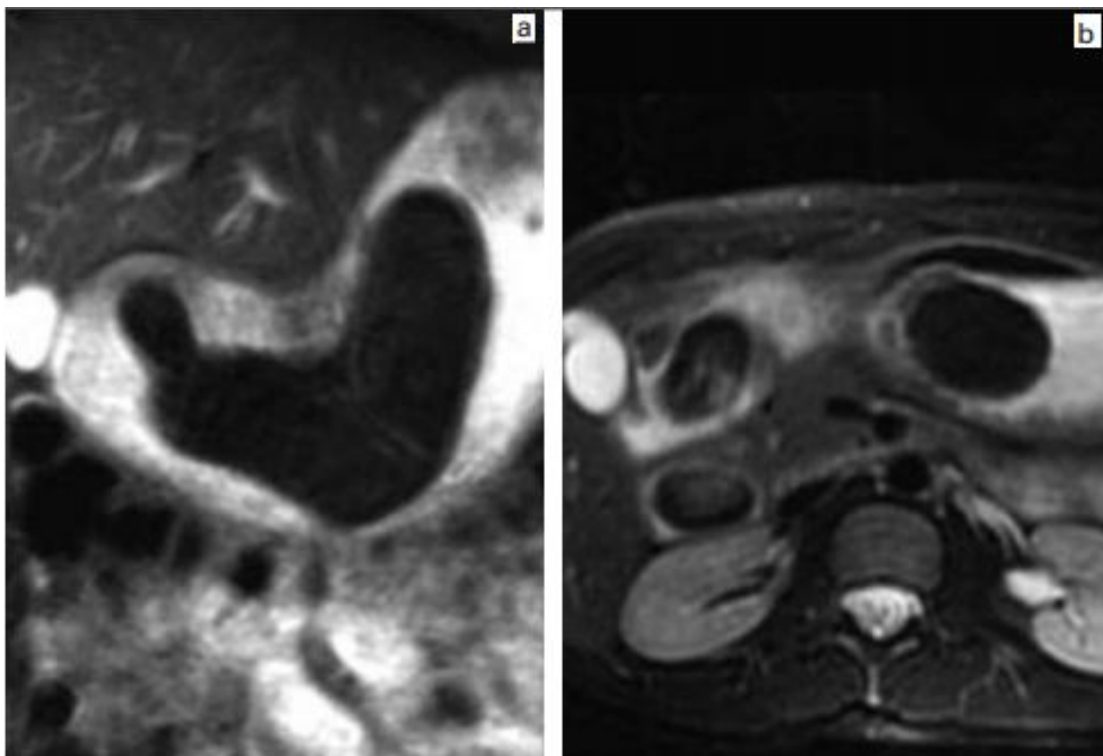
IRM abdominale :coupes coronale et axiale en pondération T2 après ingestion d'eau montrant : la masse intra-gastrique en hyposignal et son extension vers le duodénum (117).
